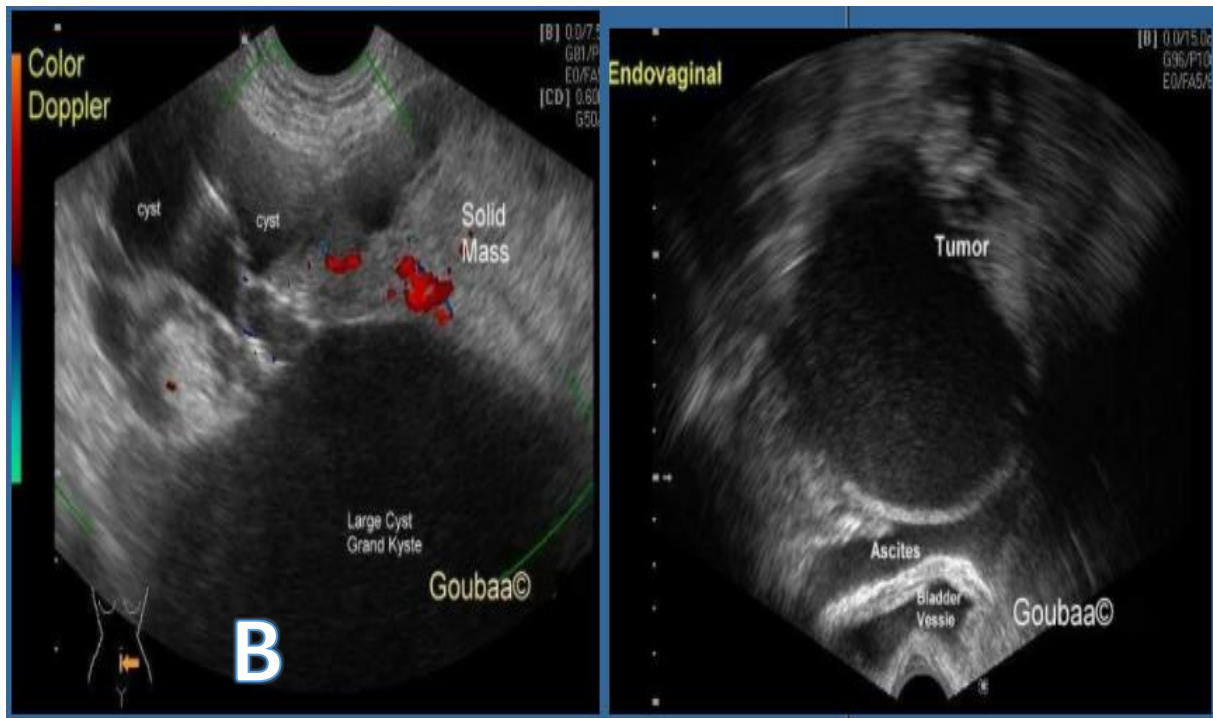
A+B : Échographie pelvienne: Masse latéro utérine mixte, principalement kystique mesurant 100\*100 mm et la partie solide mesure 70\*30 mm + Ovaire droit non identifiable + Ascite .
